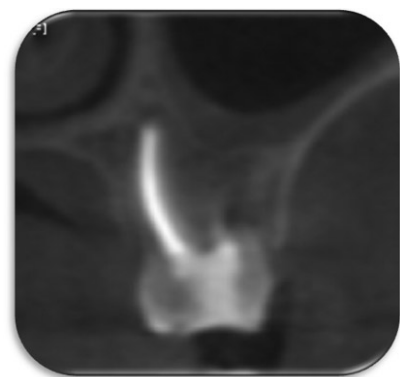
6 month follow up-conebeam CT image. CT, computed tomograph.
